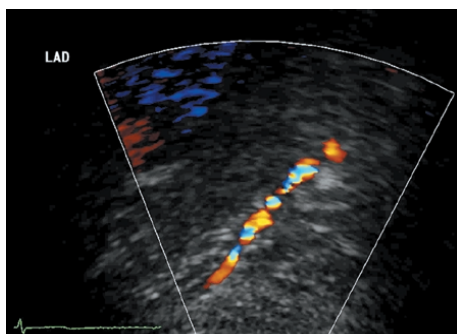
Immagine ottenuta mediante tecnica ecocardiografica transcoronaria color Doppler per la valutazione del flusso coronarico. In questo caso si evidenzia il flusso in condizioni di massima dilatazione durante somministrazione di adenosina e.v.
